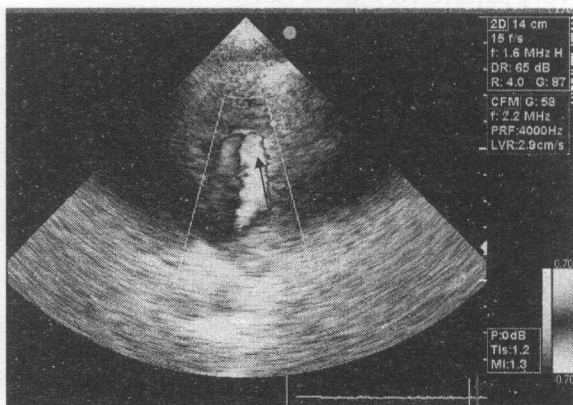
CAP. Secțiunea parasternală transversală. Doppler-color. Jet AP→Ao în lumenul trunchiului AP.
